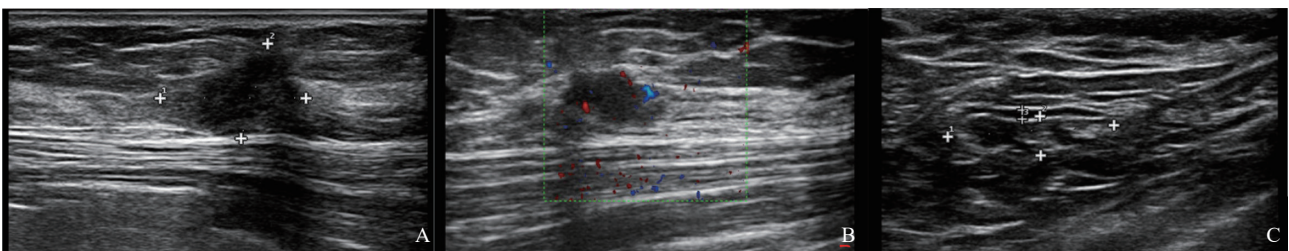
典型病例2(患者,女性,57岁,腋窝淋巴结阴性)肿块的超声图像
